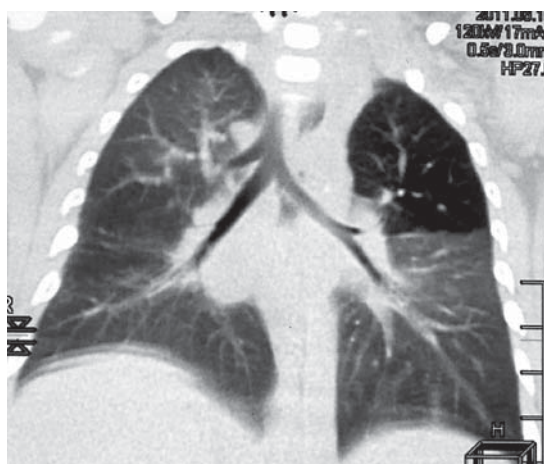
Child A*. Computer tomography. Hyperpneumatization of the upper lobe on the left, data of congenital stenosis of the upper bronchus on the left. In the same time, a tracheal bronchus is viewed on the right.
